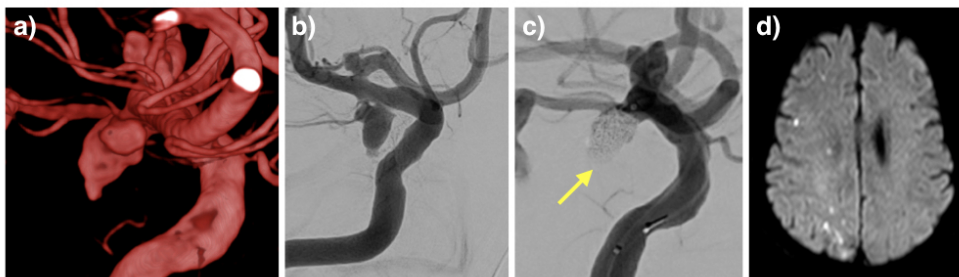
術中・術後所見 : a) 3DDSA, b) DSA, 右PComに外側部と先端部にblebを伴う7.6mm×5.2mm大の脳動脈瘤を認める. c) バルーンアシストテクニックで、コイル5本を用いてネックレムナントで塞栓を行った.先端部の bleb部分はなるべくtight packingとならないように注意した (黄矢印). d) 術後MRI: 頭頂・後頭葉に無症候性の散在性梗塞が見られた.
